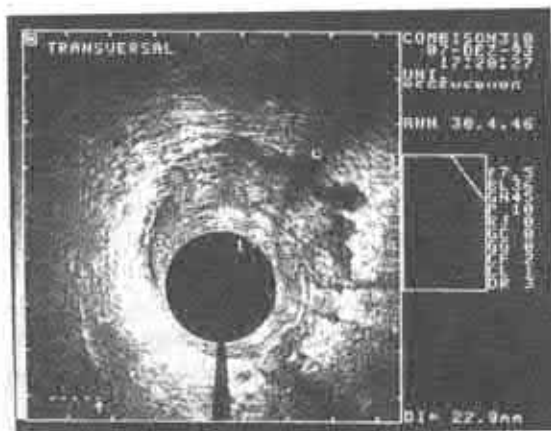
Ultrasonografia endoluminală a colonului pentru tumoră.
